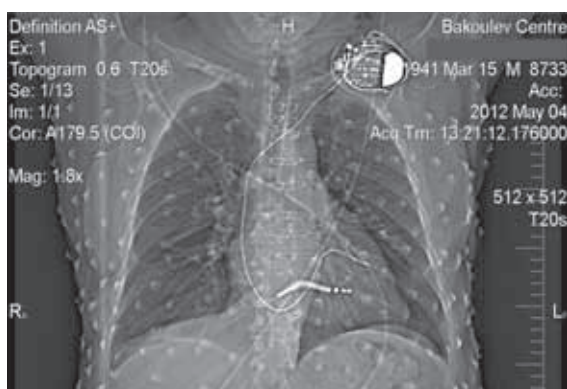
Обзорная рентгенограмма пациента в передне-задней проекции (получена при выполнении КТ). Визуализируется имплантированное ресинхронизирующее устройство и электроды в правом желудочке и передне-боковой вене сердца. На поверхности грудной определяются места расположения поверхностных ЭКГ электродов (n=256).
